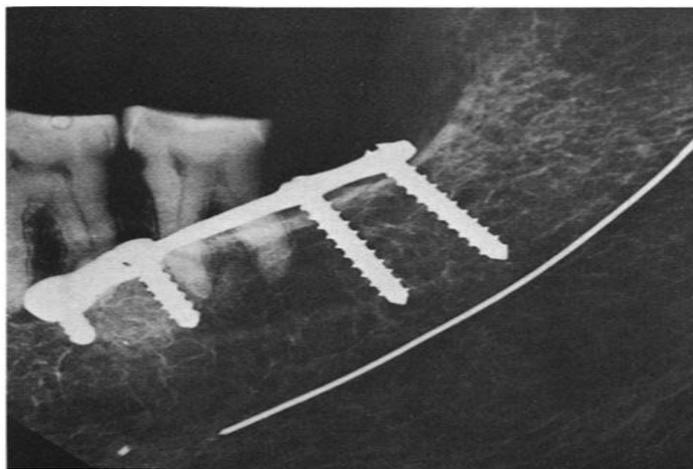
Рентгенограмма костей челюсти с накостной минипластиной и винтами из металлического сплава. [3]
